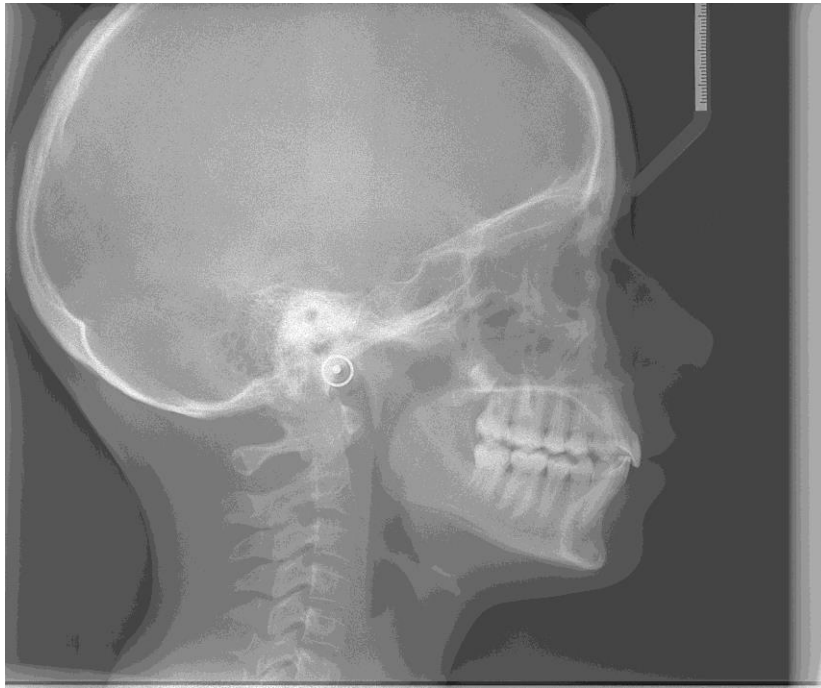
téléradiographie de profil après traitement
